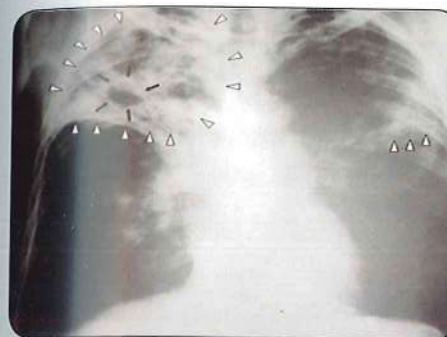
Izq: Radiografía anteroposterior de tórax de un paciente diagnosticado de tuberculosis avanzada bilateral. Esta radiografía revela la presencia de un infiltrado pulmonar (triángulos blancos), y de una cavidad (flechas negras) presente en el lado derecho (Licencia: Dominio Público). Dch: Estudio anatómico-patológico de un granuloma tuberculoso ©.
